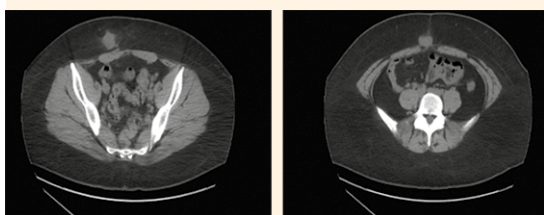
Tomografía computada que muestra un tumor en el tejido celular subcutáneo de la fosa iliaca derecha (izquierda) y paraumbilical (derecha).
